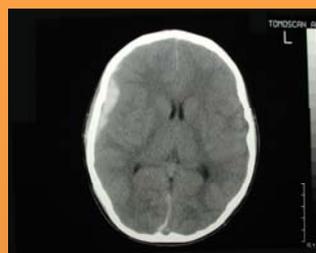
TAC CE do doente 3. Em cima, lâmina de hematoma sub-dural, parietal dte e sub-frontal, sem desvio das estruturas da linha média. Em baixo, TAC CE realizado 30 dias após o início do tratamento.
